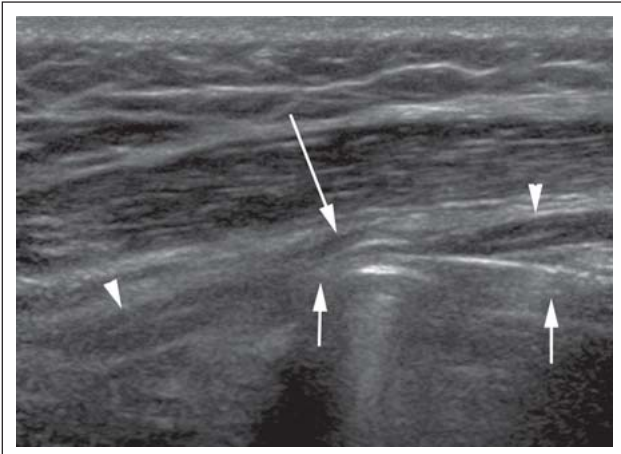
Sonographischer Längsschnitt durch den Nervus radialis (Pfeilspitzen) bei einem Patienten mit Radialisparese nach operativer Versorgung einer Humerusschaftfraktur. Der Nerv wird durch die vom Knochen etwas abstehende Platte (kurze Pfeile) abgedrängt und komprimiert (langer Pfeil).
